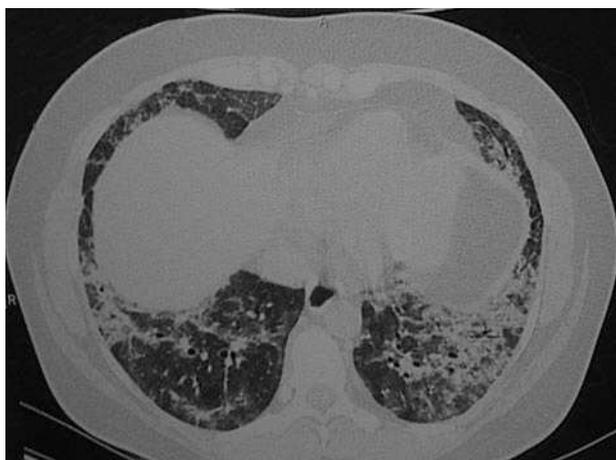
Tomografía computarizada de alta resolución, donde se observa la presencia de áreas de vidrio deslustrado, parcheadas con engrosamiento de los septos interlobulillares, y áreas irregulares de condensación focal.
